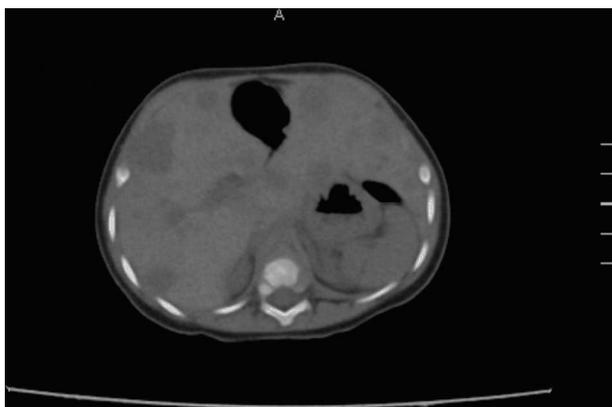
TC al diagnóstico. Se aprecian múltiples hemangiomas hepáticos, hipodensos.
